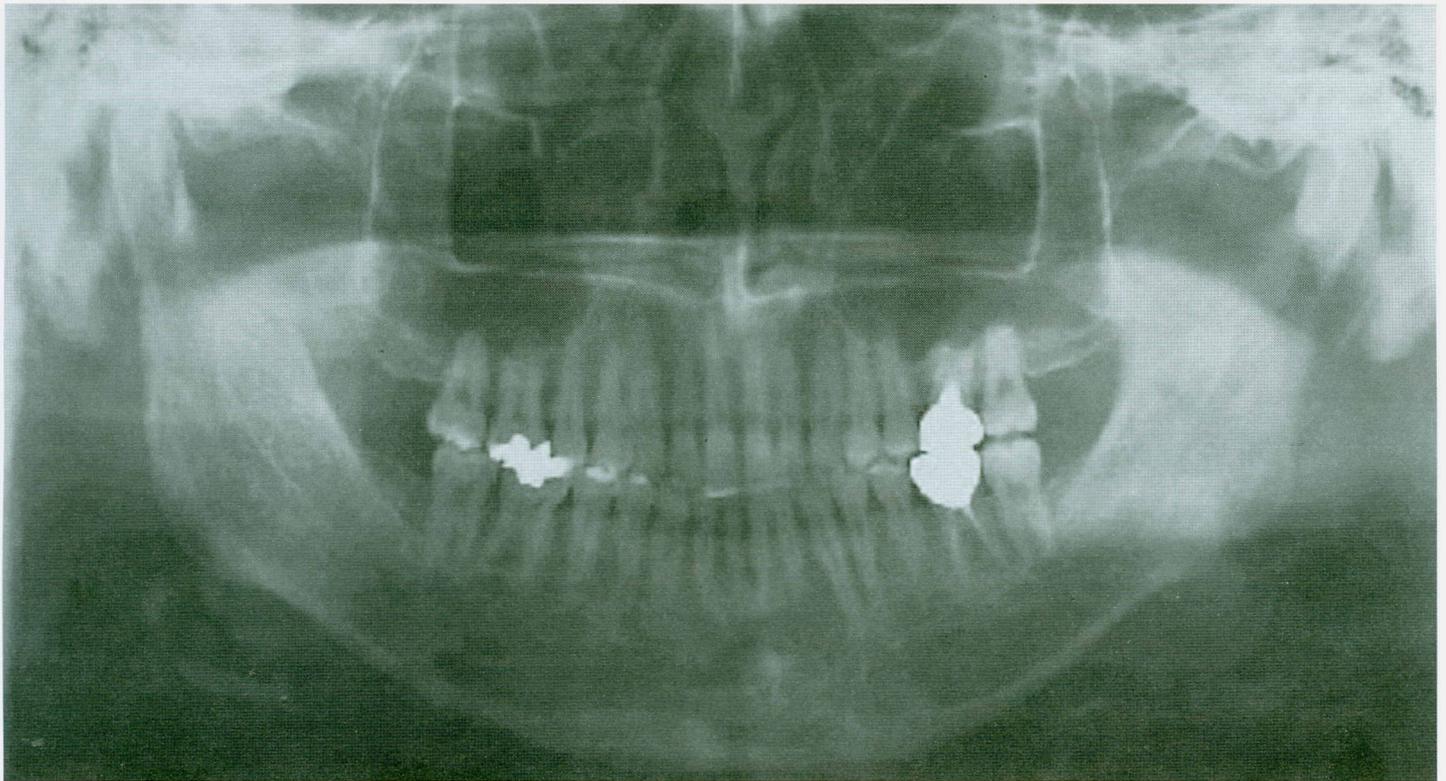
Radiografia panorâmica depois do tratamento (29 anos e 6 meses).
